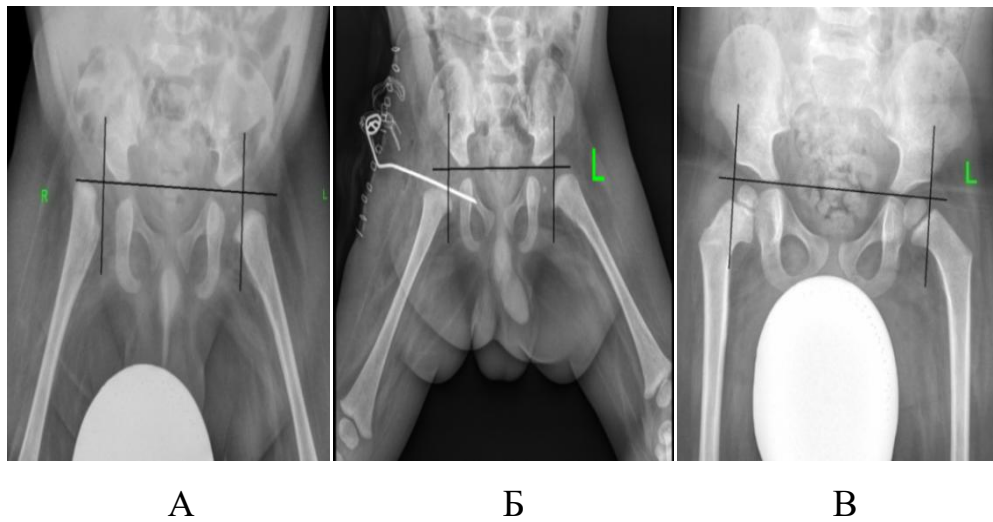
Результаты рентгенографии ТБС в прямой проекции пациента П., 2016 г.р. (и/б №17/0599, 20/2448), диагноз амиоплазия, правосторонний вывих бедра, приводящая контрактура правого ТБС: А – до ОВБ; Б – интраоперационно, после ОВБ; В – через 3,5 года после ОВБ
